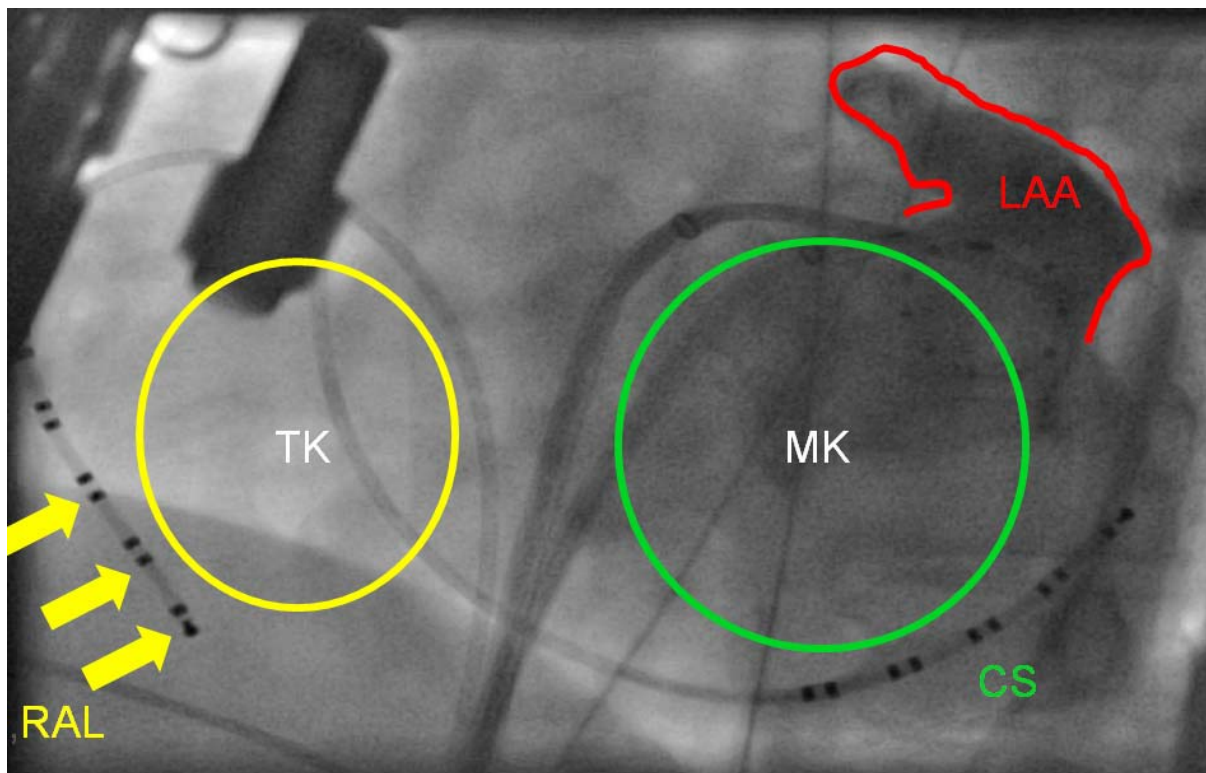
Blick in linksschräger Projektion (40 Grad). Der ursprünglich am His-Bündel liegende dekapolare Katheter ist an die laterale Wand des rechten Atriums umplatziert (RAL). Der zirkumferentielle Mappingkatheter (Lasso) liegt im Ostium des linken Vorhofes (LAA). Ein dekapolarer Katheter liegt im Koronarsinus (CS). Die Lokalisation des Trikuspidalanulus (TK), des Mitralanulus (MK) und des hier angiographisch dargestellten LAA sind eingezeichnet.
